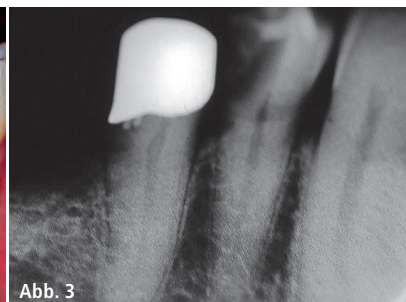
Dank der speziellen Aufbewahrungsform von Calci-Line® steht jederzeit frisches Calciumhydroxid zur Verfügung. – Abb. 2: Der Zahn 44 von außen. – Abb. 3: Wegen Schmerzen wurde eine Röntgenaufnahme erstellt, Befund extrem tiefe Karies.
